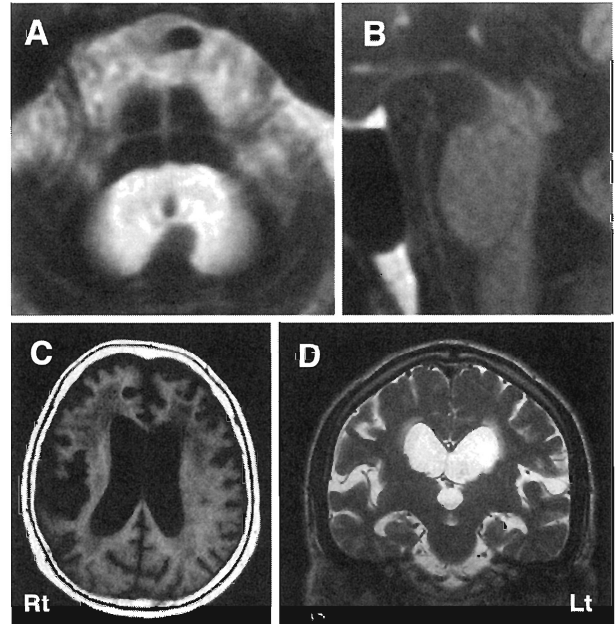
Characteristic MRI findings in patients with parkinsonism
